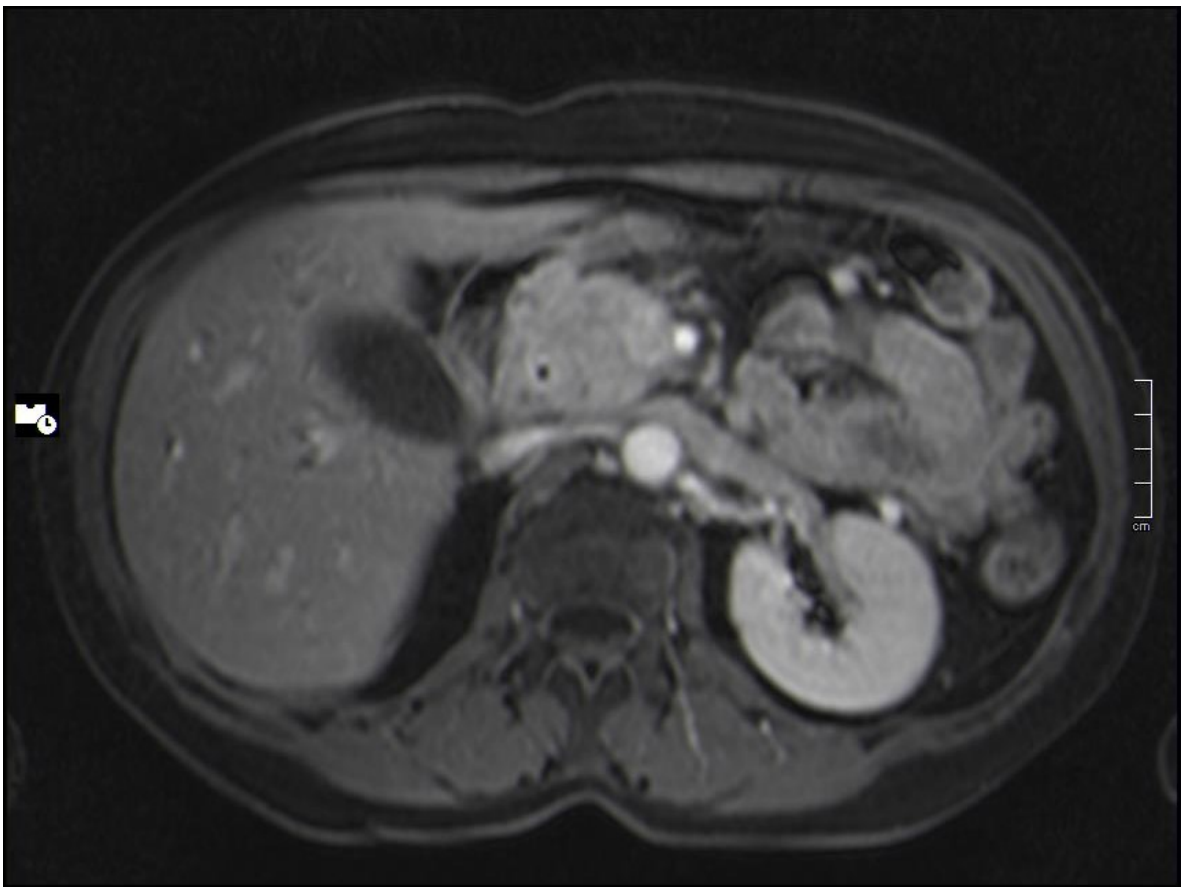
MRT eines Adenokarzinoms in T1-Wichtung
